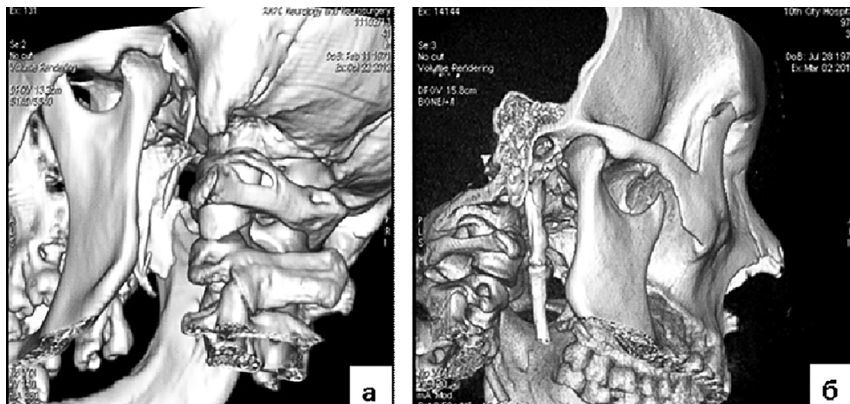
Изображения компьютерной томографии:
